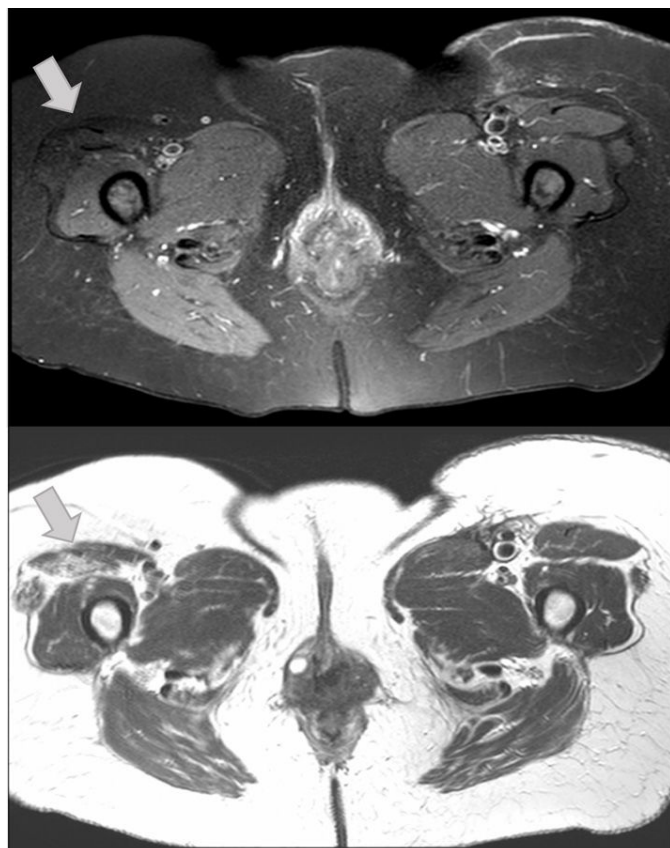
Resonancia magnética (SPAIR y supresión grasa): atrofia con infiltración grasa en el recto femoral derecho.
